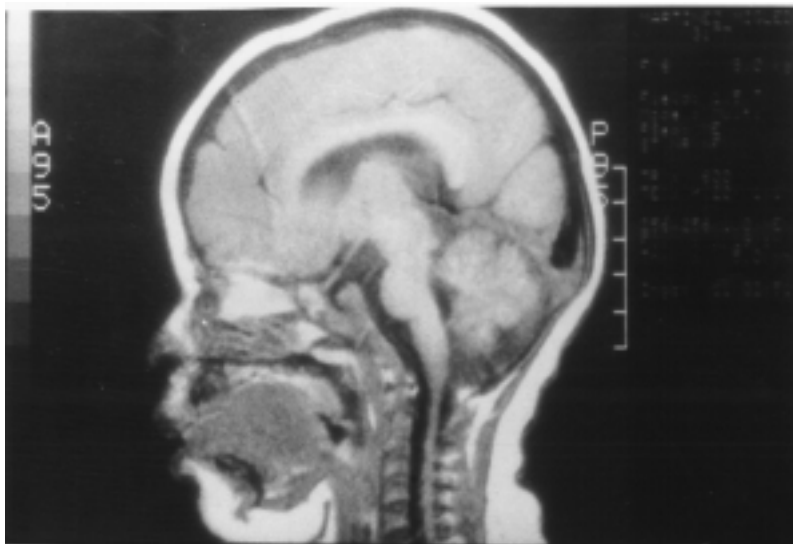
Lisencefalia. La RM en corte sagital muestra la superficie cortical lisa con ausencia de surcos y circunvoluciones.
